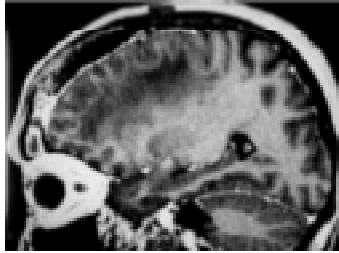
La resonancia magnética evidencia sinusitis frontal y meningoencefalitis. La secuencia en T1 post-gadolinio en el plano sagital, muestra impregnación de la mucosa y acumulo de secreción en el interior de la cavidad sinusal frontal derecha, además de impregnación del plano meníngeo y edema cerebral (hipointenso).
